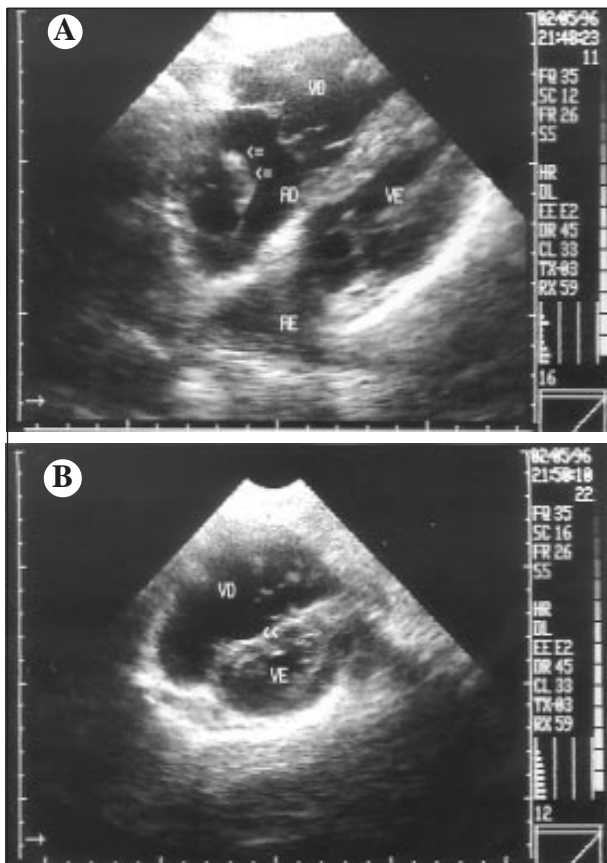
Ecodopplercardiografia na avaliação inicial. A) corte subcostal quatro câmaras demonstrando aumento importante das câmaras direitas e presença de massa serpiginosa no interior do átrio direito sugestiva de trombo (setas); B) corte paraesternal eixo transversal nível dos ventrículos demonstrando abaulamento do septo interventricular (seta) e grande aumento do ventrículo direito. AD- átrio direito; VD- ventrículo direito; AE- átrio esquerdo; VE- ventrículo esquerdo.
